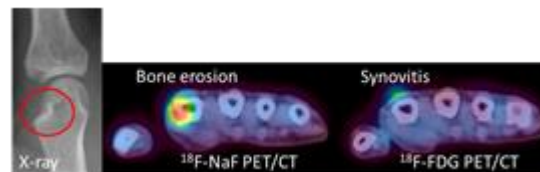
RA患者における手のX線所見とFDGおよびNaF-PET・CT所見の比較
